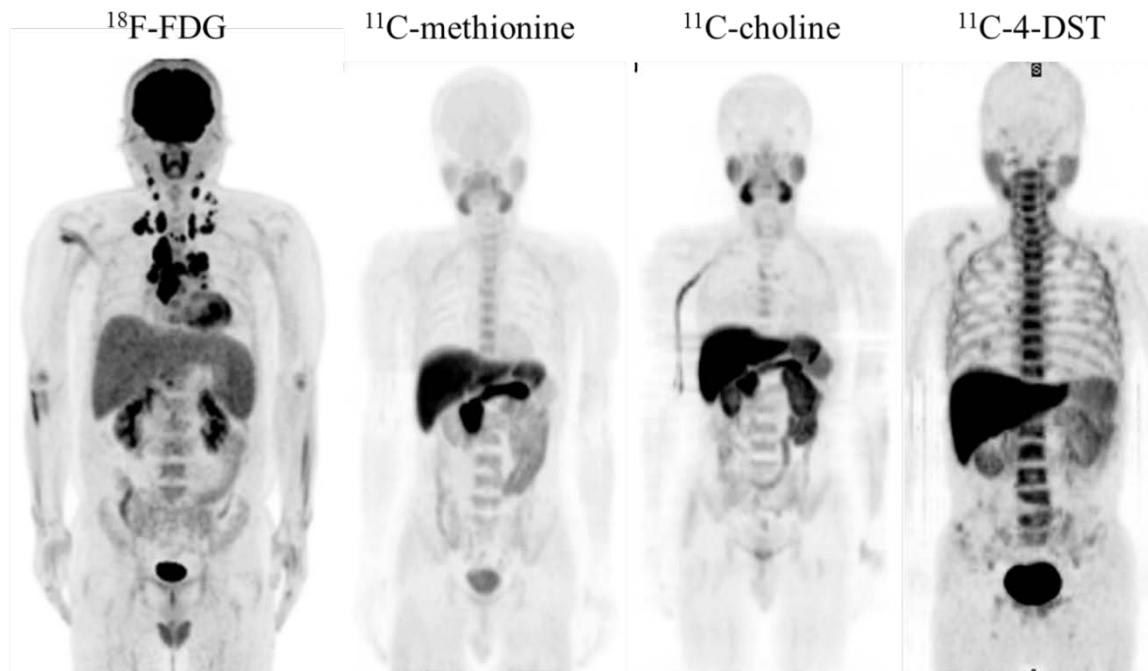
The figure show the different PET tracer images.
